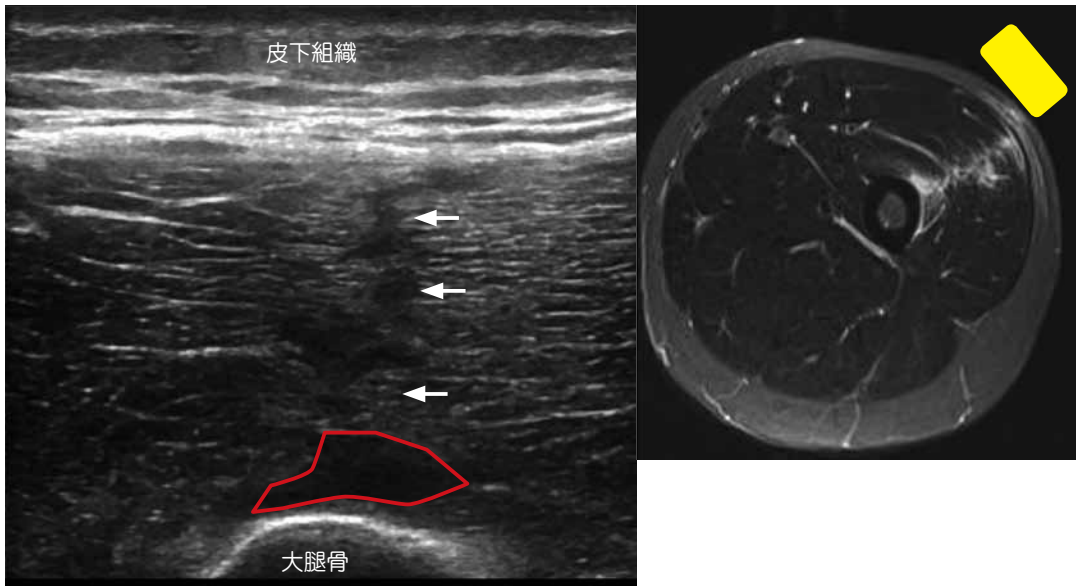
大腿四頭筋（外側広筋）の筋挫傷（軽症）と診断された症例の超音波画像
